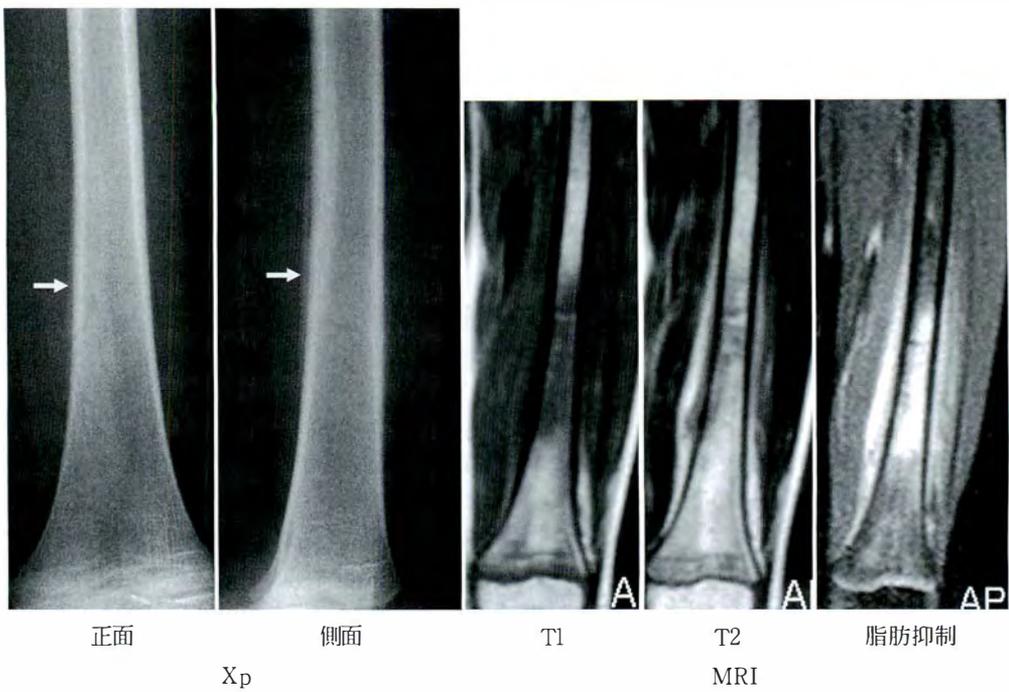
症例 1：初診時単純 X 線，MRI 像
